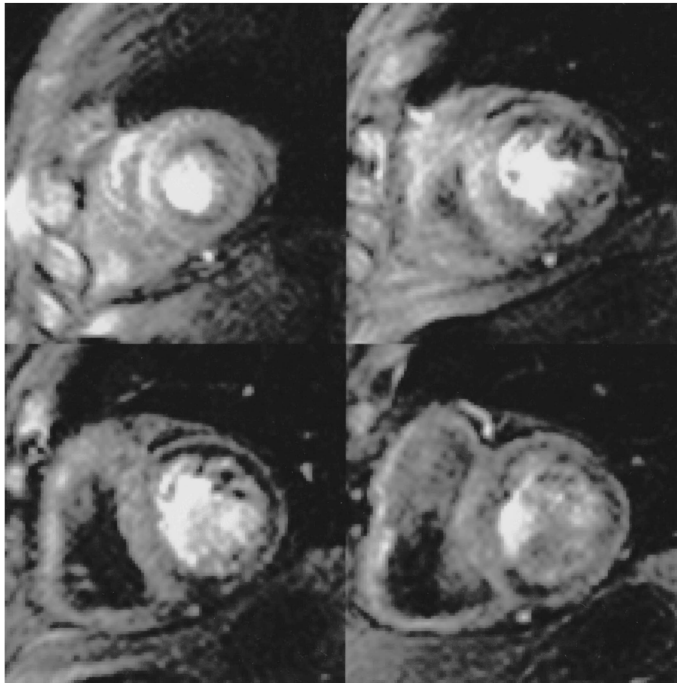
Stress myocardial perfusion MR images in a patient with triple-vessel disease. Images from 4 different slice locations during first-pass transit of MR contrast medium are demonstrated. You can notice diffuse subendocardial ischemia around the left ventricular myocardium. No delayed myocardial enhancement was observed on delayed enhanced MR images in this case.
